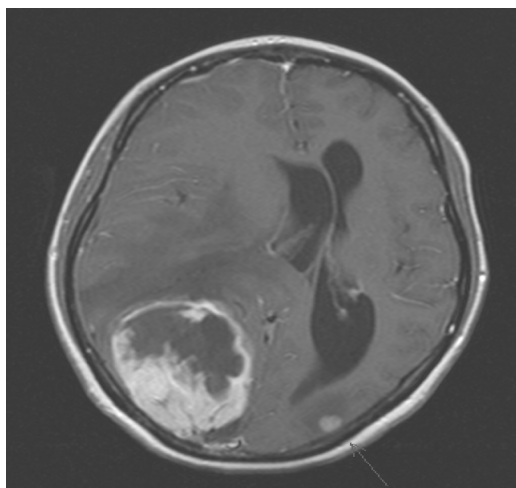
МРТ-снимки до операции
